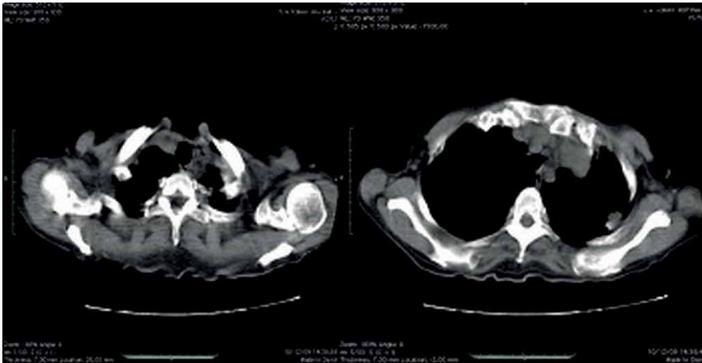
Tomografia computadorizada Torax. Lesão nodular central no lobo superior e nodular central no lobo inferior ambas no pulmão esquerdo.
